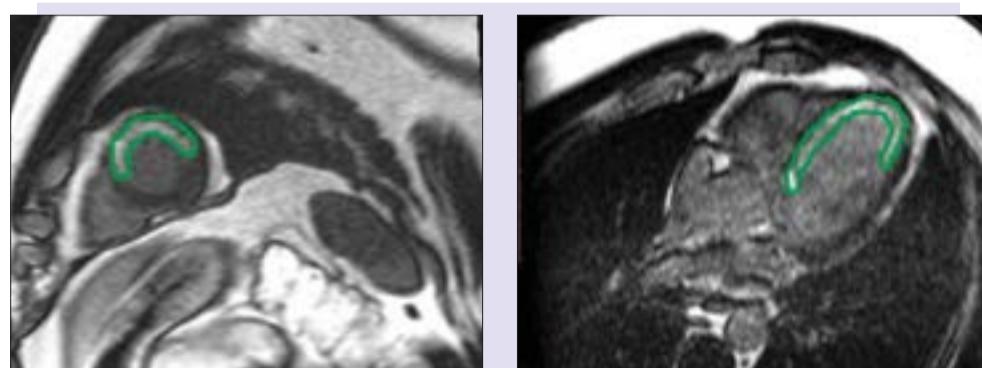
Данные МРТ сердца с контрастированием гадолинием при остром инфаркте миокарда
